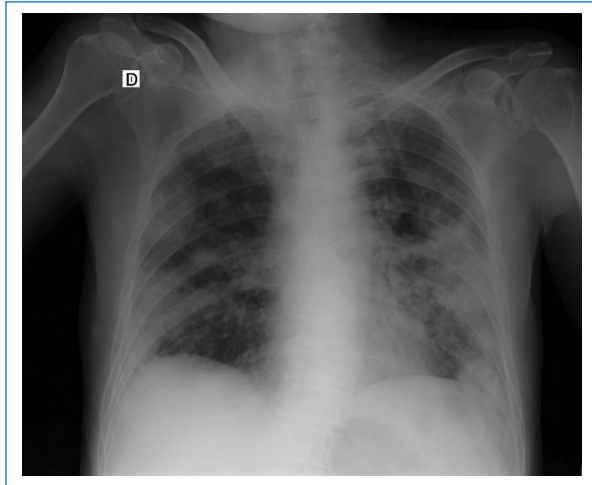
Radiografía de tórax portátil en proyección anteroposterior en decúbito supino que muestra infiltrados parahiliares bilaterales y múltiples focos consolidados en forma bilateral a predominio de lóbulos superiores y lóbulo medio.
